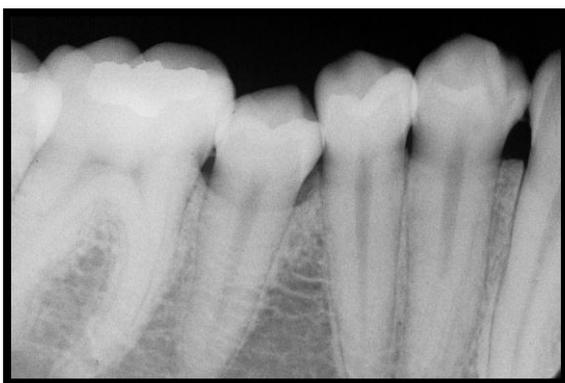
Radiografia periapical de um odontoma complexo. Fonte: GARVEY et al., 1999.
